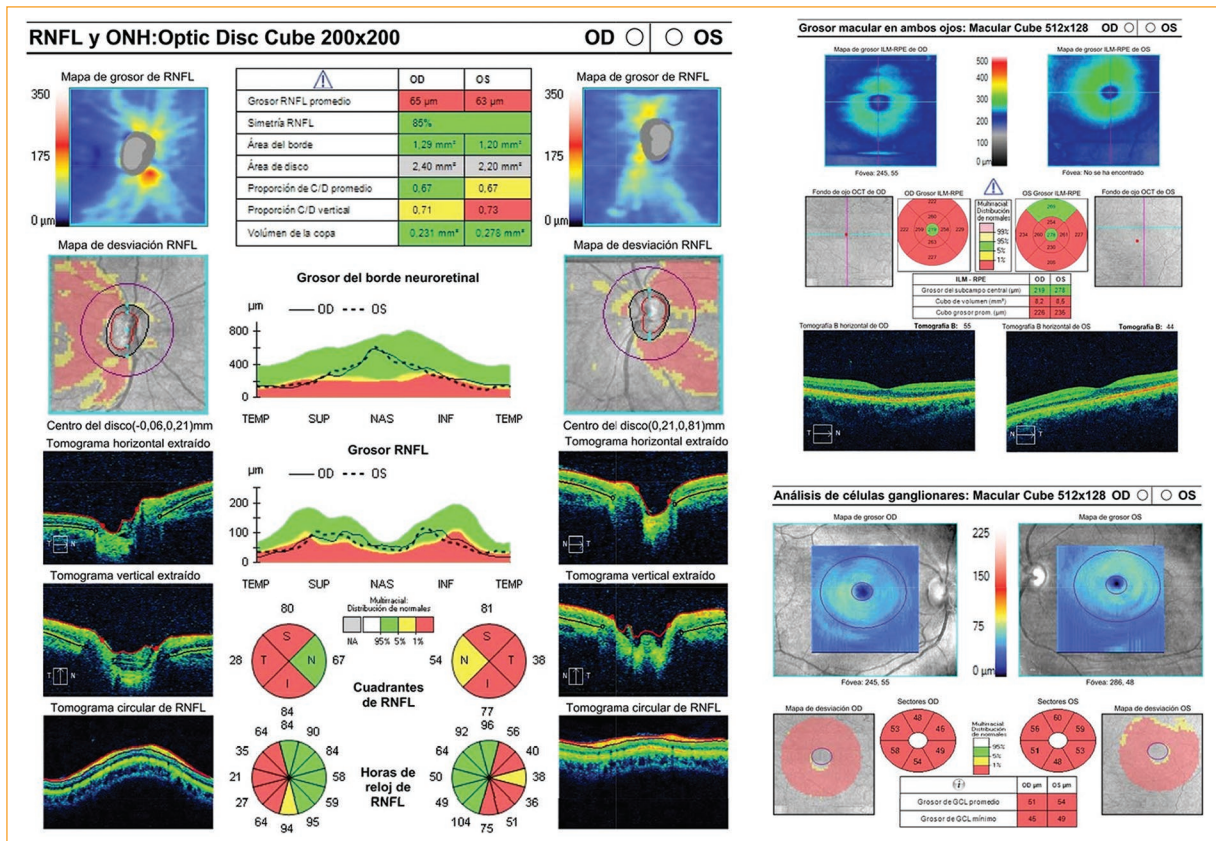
Izquierda: tomografía de coherencia óptica (OCT) de la capa de fibras del nervio óptico que muestra adelgazamiento en ambos ojos con preservación de las fibras nasales. Arriba a la derecha: OCT macular que muestra adelgazamiento macular bilateral. Abajo a la derecha: OCT de células ganglionares con marcada pérdida en ambos ojos.
